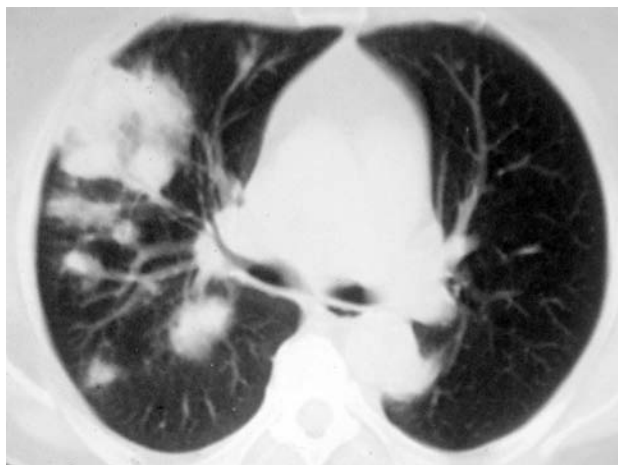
Фрагменты КТ легких от 4 июня 2009 г.
